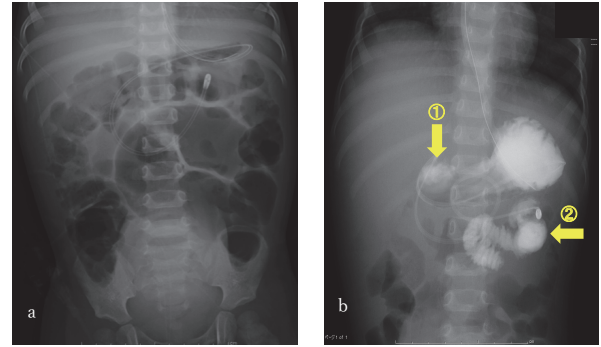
腹部単純X線検査 (a) および上部消化管造影検査所見 (b).
